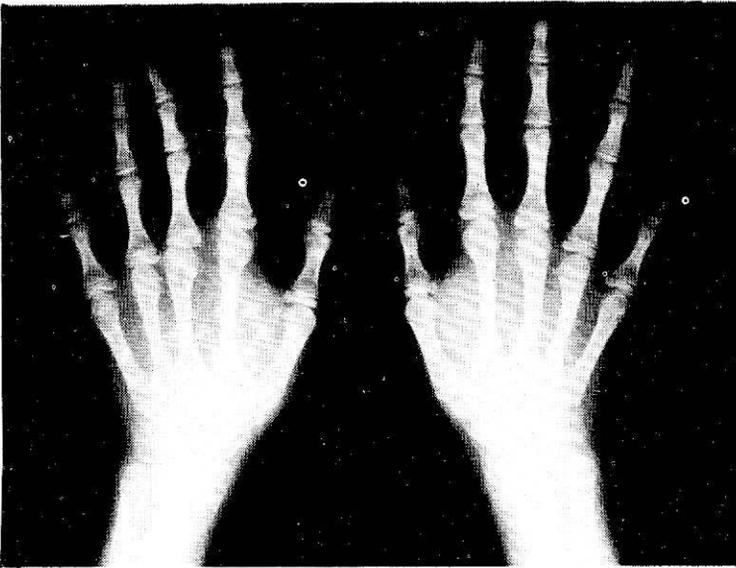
Radiografía de las manos de una paciente con esclerodermia en banda que produjo adelgazamiento, acortamiento y desviación cubital del tercer dedo izquierdo.
